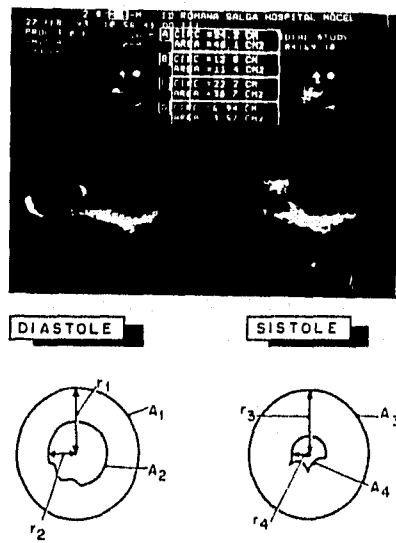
Ecocardiograma 2D. Eje corto paracostal en diástole y sístole. Arriba: Medidas del área epicárdica y endocárdica en diástole (A_1/B) y en sístole (A_3/D). Abajo: Cálculo del radio de cada una de las áreas.
